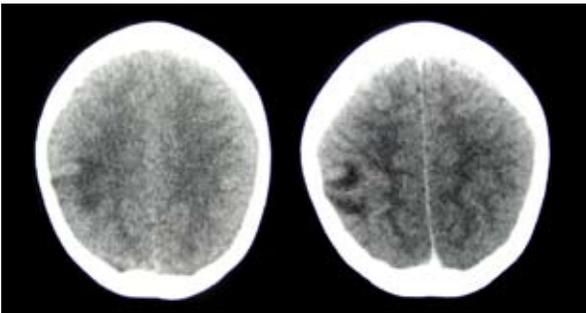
TAC simple y contrastado con lesión focal quística en región temporoparietal derecha de paredes ligeramente engrosadas que se asocia a edema perilesional estadio coloidal en paciente femenina de 8 años
